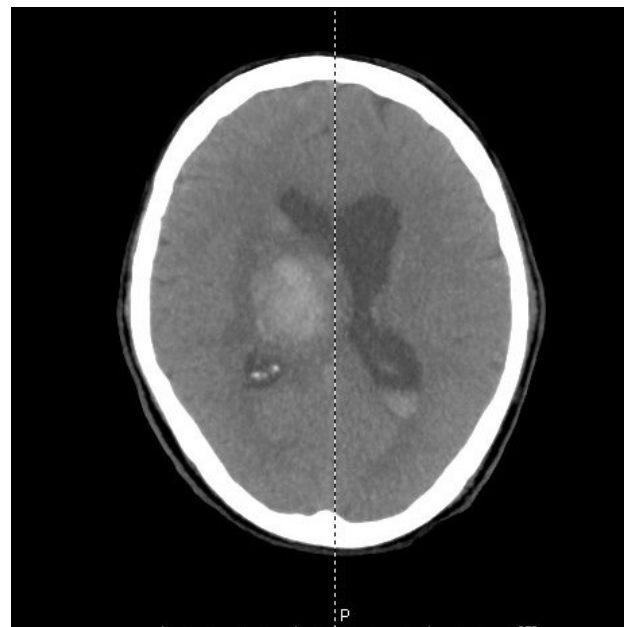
Tomografía computarizada de cerebro simple, hemorragia intraparenquimatosa derecha con extensión intraventricular y edema perilesional.
